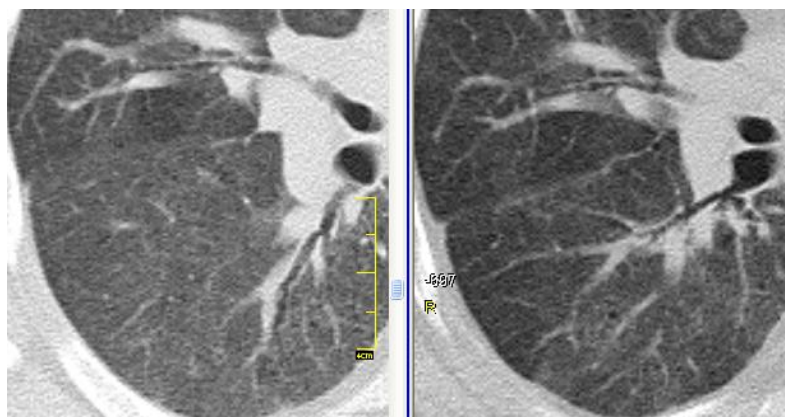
КТ хворого К. (фрагмент зрізу правої легені в режимі збільшення), ліворуч – первинне обстеження: інтенсивне дифузне зниження прозорості паренхіми легень за типом «матового скла»; праворуч – через 12 міс. лікування: підвищення прозорості паренхіми, на зрізі більш чітко диференціюється легеневий рисунок
